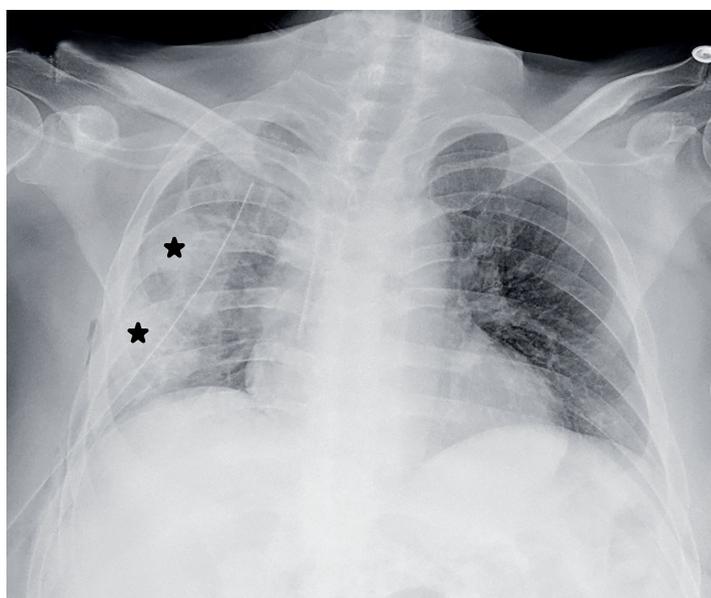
Radiografía de tórax de control posterior al paso de tubo de tórax que permite visualizar zona de consolidación mal definida, multilobar derecha (estrellas).
